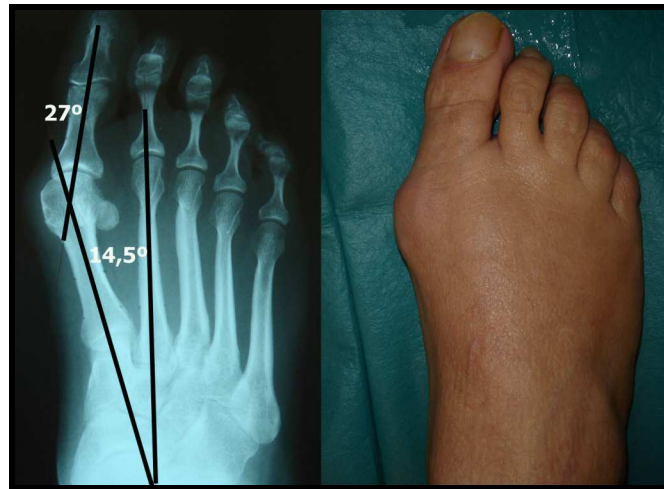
Radiografía y pie con HV moderado. 1^{er} AIM=14,5°; AHA=27°.
